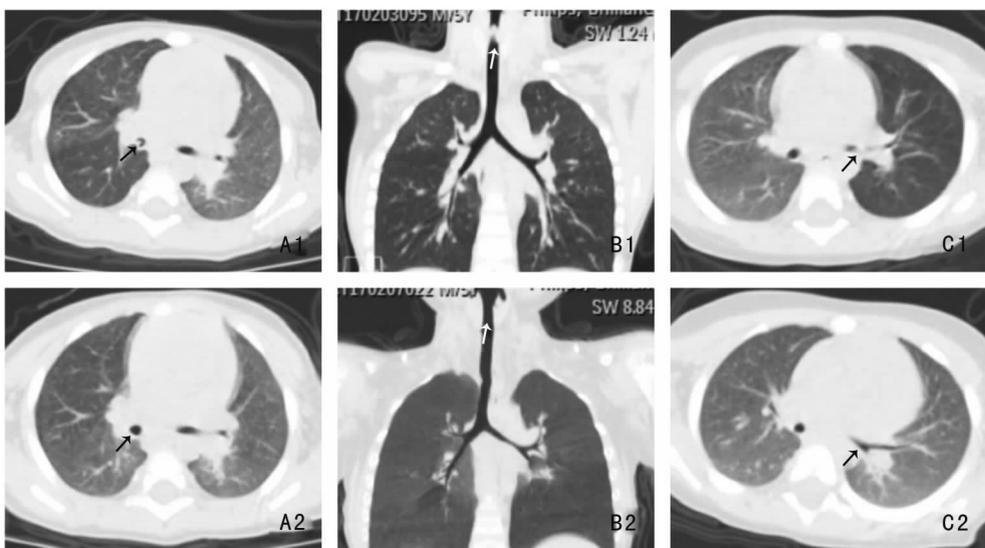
典型异物CT(箭头所示) A1:右主支气管异物—花生;A2:同一患儿术后;B1:气管异物—完整瓜子;B2:同一患儿术后;C1:右主支气管异物—花生;C2:同一患儿术后
